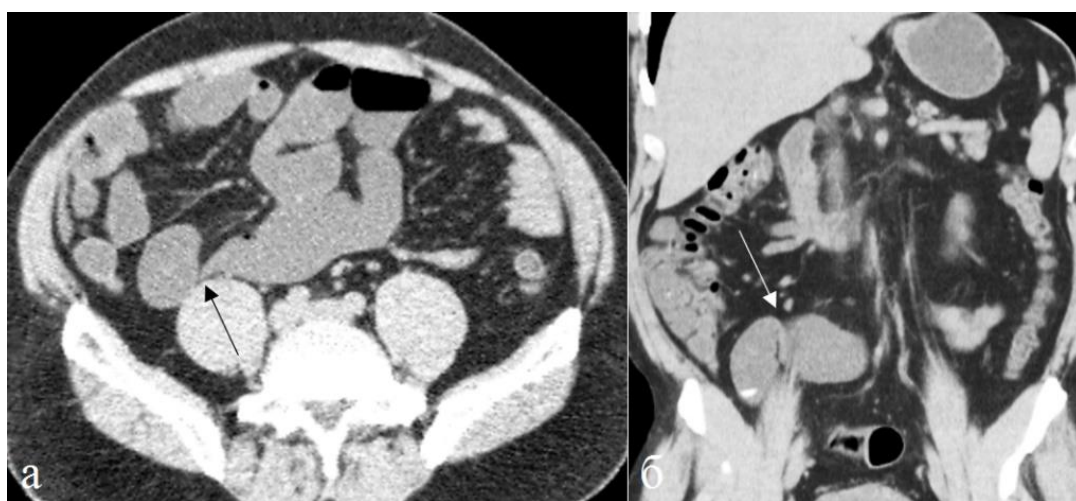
Больной 45 лет. Спаечная тонкокишечная непроходимость. (а) Аксиальная, (б) фронтальная томограммы. Петли тонкой кишки расширены, стенка истончена. Зона перехода (черная стрелка) конически сужена, не утолщена и не содержит образований. Отчетливо видна угловая деформация кишки (белая стрелка).
